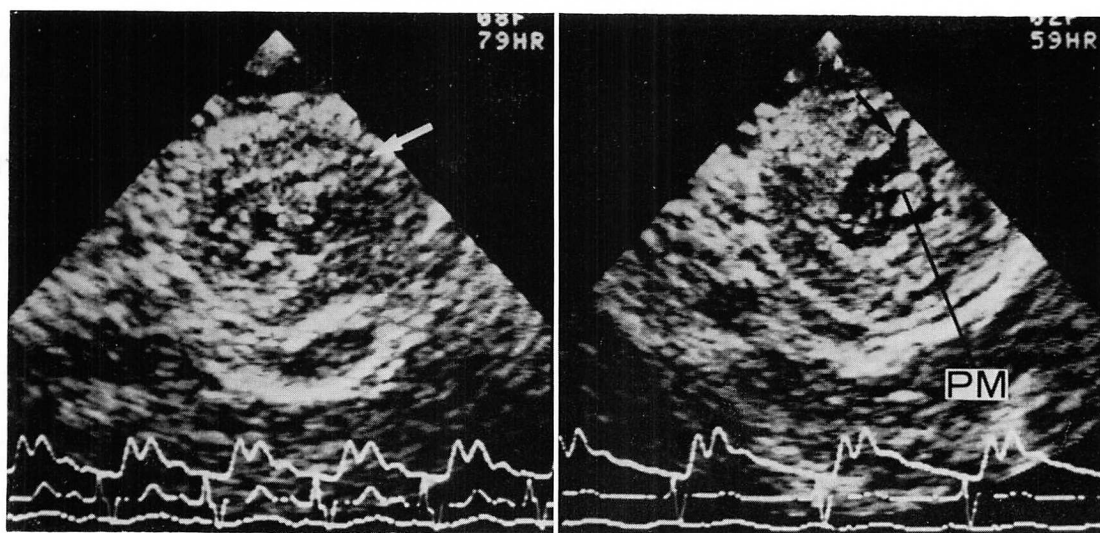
Two-dimensional echocardiograms during open heart surgery after the first and second incisions of the interventricular septum (Case 2).
